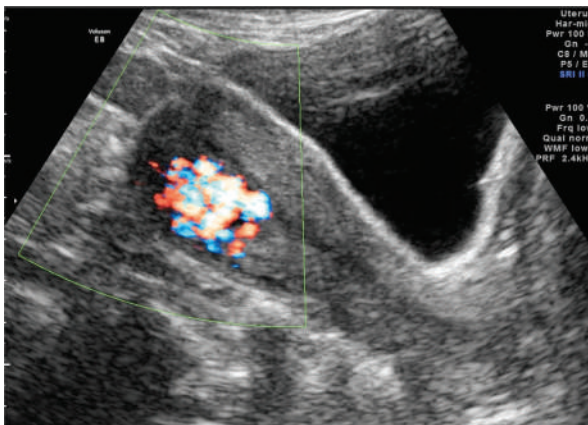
Échographie 2D par voie vaginale. Coupe transversale de l'utérus mettant en évidence la zone hautement vascularisée avec identification de deux pédicules vasculaires au sein du myomètre.
